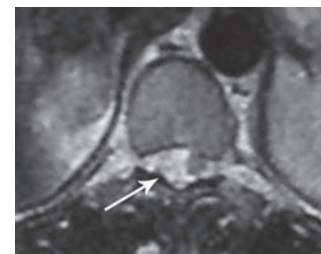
Наблюдение 3. МР-томограммы до операции (T1ВИ). Экстрамедулярное интрадуральное объемное образование на уровне Th10-Th11.
